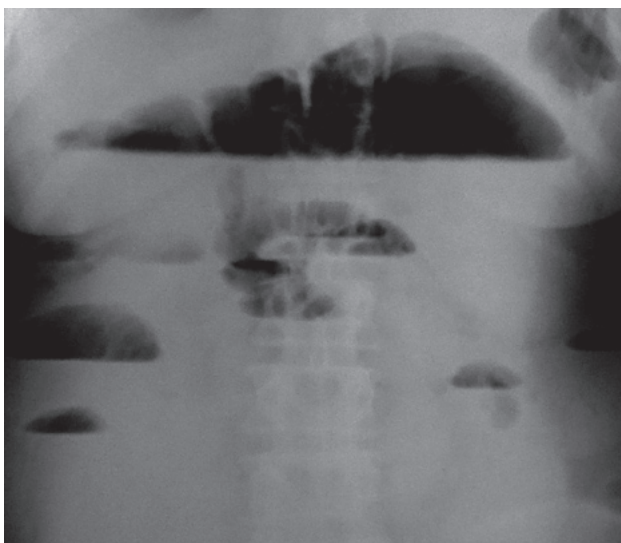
Множественные тонкокишечные и толстокишечные уровни жидкости (обзорная рентгенограмма брюшной полости в прямой проекции)
